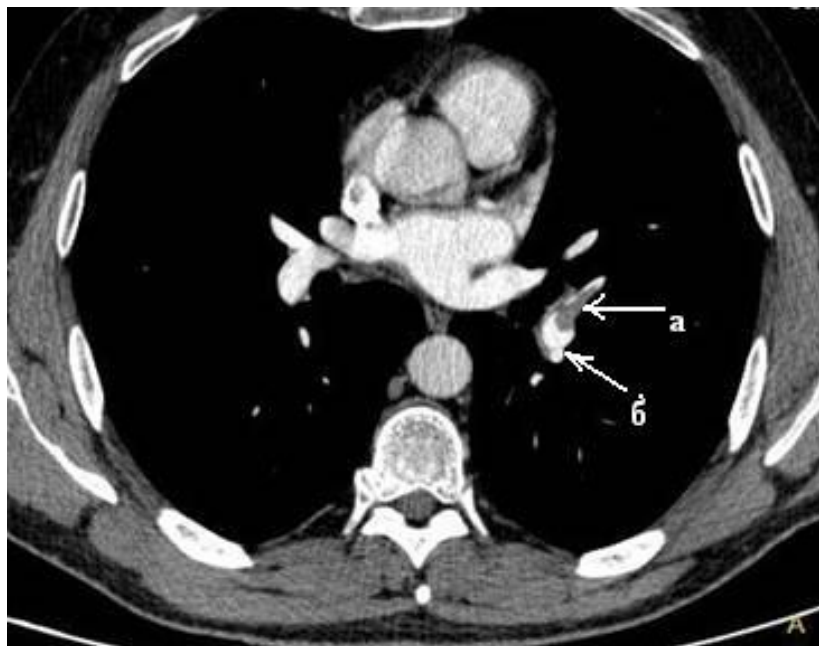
№3.10. КТ-ангиопульмонография: тромботические массы (а) в нижнедолевой артерии слева с распространением на начальные отделы 8 сегмента (б).
